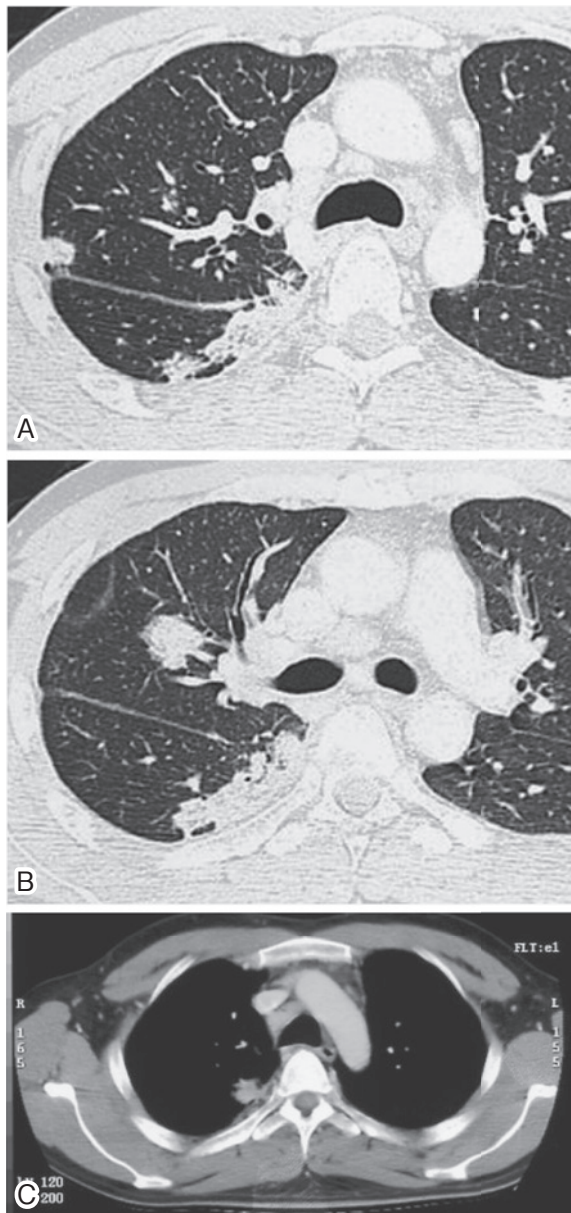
Chest computed tomography (CT) scans obtained on June 4, 2008 show a flat mass in the subpleural area of the right lower lobe (A), multiple nodules in the right upper lobe (A, B), and enlargement of the mediastinal and hilar lymph nodes (C).
